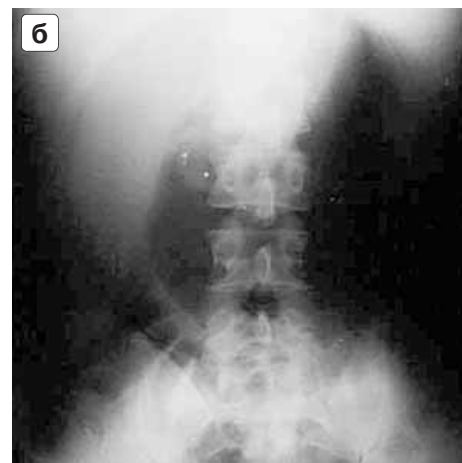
а – прямая латерограмма брюшной полости (на левом боку). Острое расширение желудка. Большое скопление газа над печенью, подозрительно на наличие свободного газа. б – прямая задняя рентгенограмма брюшной полости при положении больного на спине. Отчетливо прослеживаются контуры резко растянутого газом желудка, что исключает наличие свободного газа в брюшной полости.
